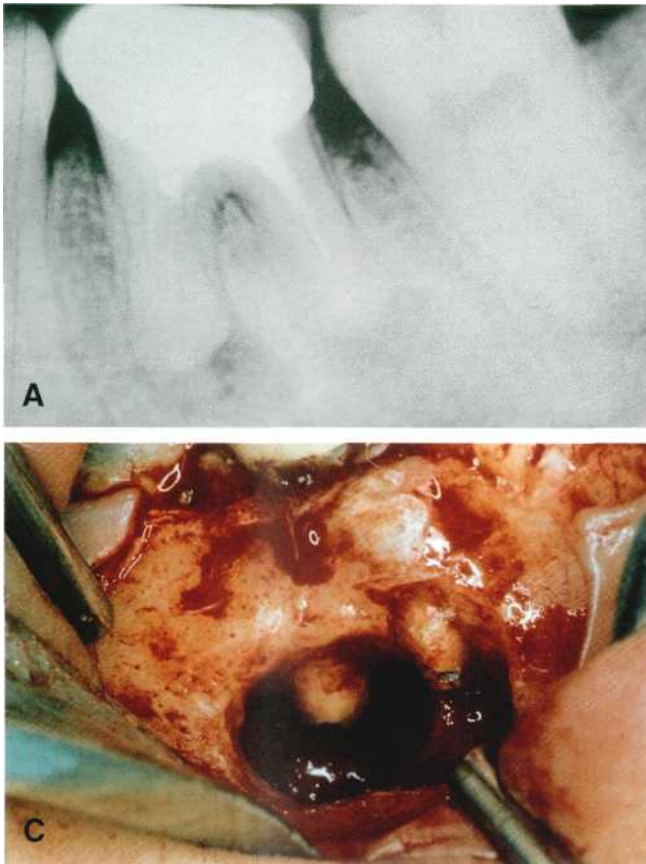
(A) Lesión periapical en el 3.6. (B) Repetición de la endodoncia. (C) Cirugía periapical.
